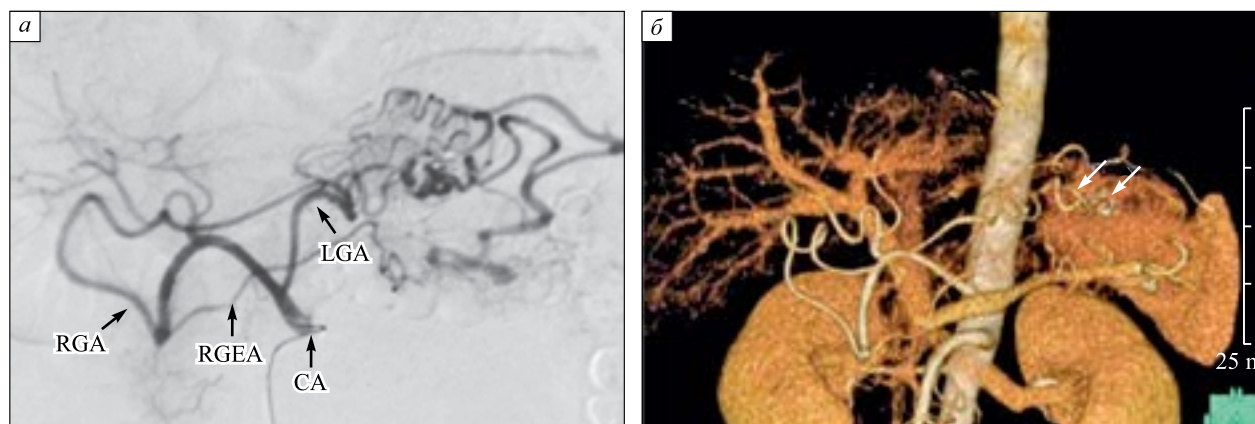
Результаты абдоминальной ангиографии (а) и КТ брюшной полости (б): а – селективная целиакография показала аномальную сосудистую сеть вокруг желудка (LGA – вариант левой желудочной артерии; RGA – вариант правой желудочной артерии; RGEA – правая желудочно-сальниковая артерия; СА – чревный ствол); б – трехмерное КТ-изображение показало отсутствие селезеночной артерии; стрелка – вариант левой желудочной артерии, головка стрелки – клипсы, наложенные на стенку желудка (из M. Namikawa et al. с изменениями [13])
